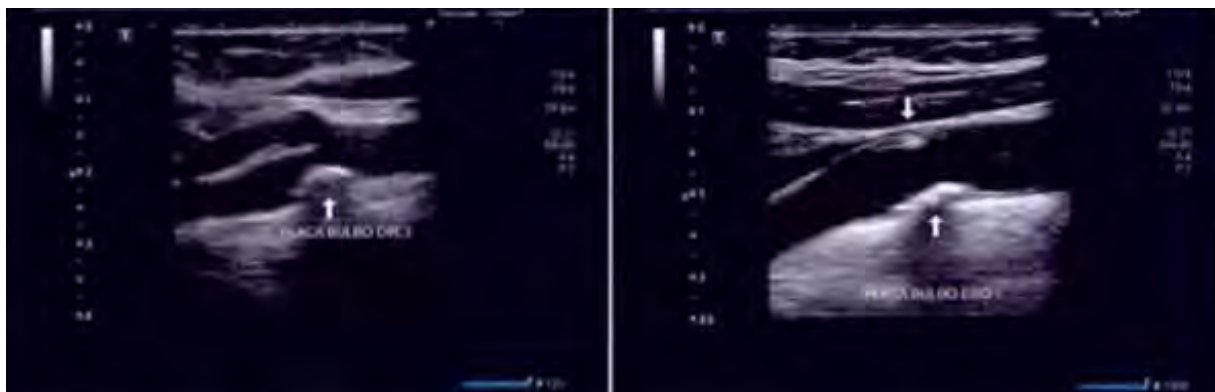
Ultrassonografia Doppler das artérias carótidas direita e esquerda, respectivamente, confirmando presença de ateromas
